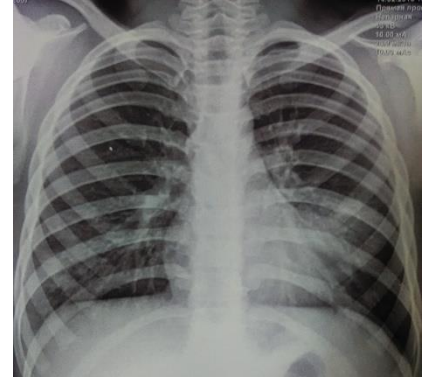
Рентгенографія ОГК дитини А., 12 років
